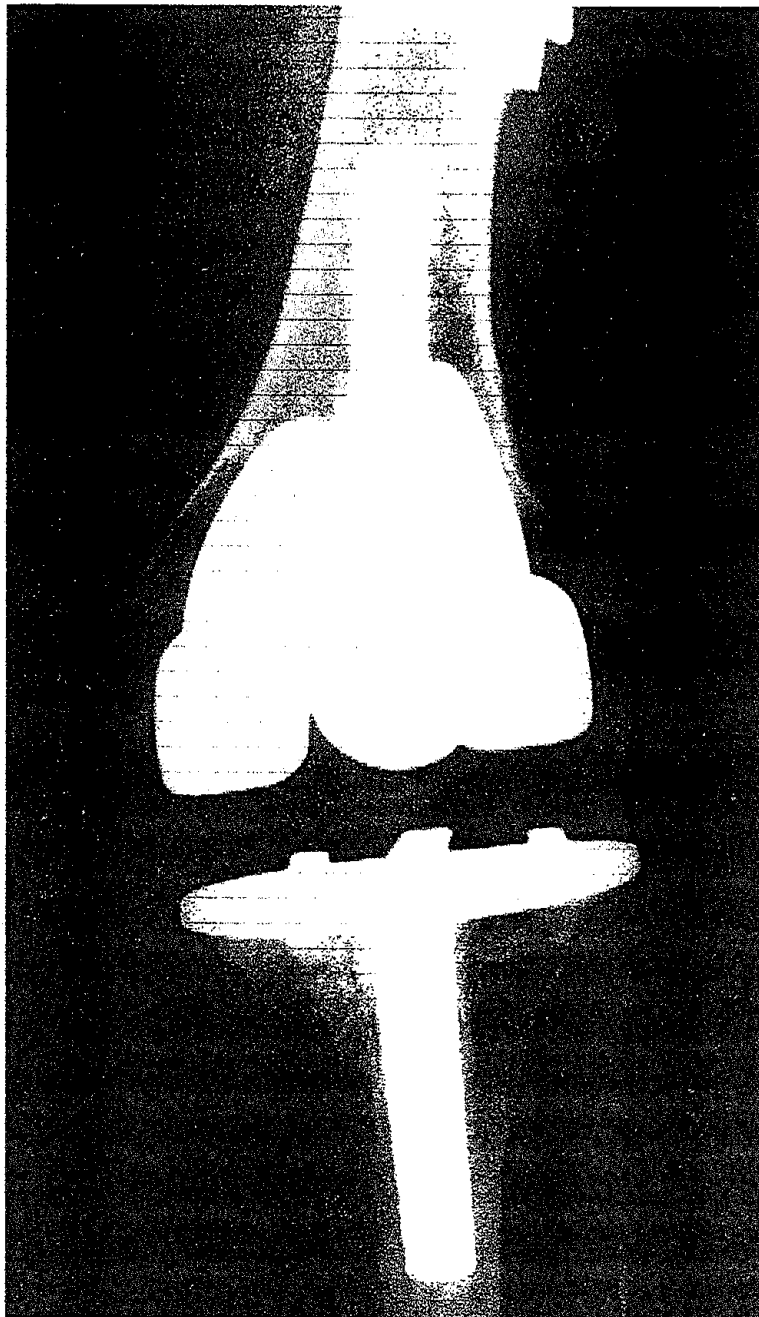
Radiographie du genou droit au 05/11/99.
